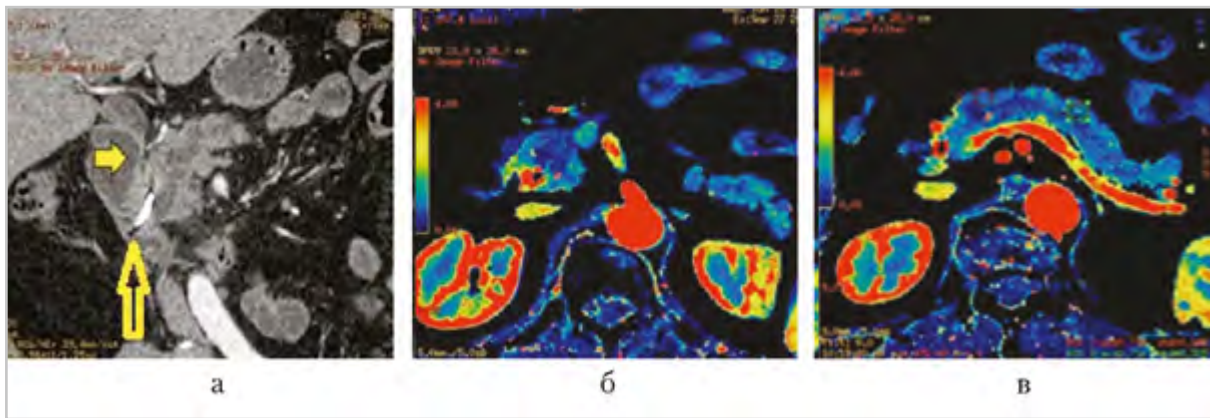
Компьютерные томограммы поджелудочной железы: *а* — корональная проекция, панкреатическая фаза; стент в гепатикохоledoхе (*длинная стрелка*), в головке от уровня большого дуоденального соска расширен главный панкреатический проток, структура ПЖ однородная (*короткая стрелка*), опухоль не видна. Перфузионные компьютерные томограммы поджелудочной железы (аксиальная проекция): *б* — карта BF на уровне головки; паренхима головки поджелудочной железы характеризуется равномерным синим окрашиванием; *в* — карта BF на уровне тела и хвоста поджелудочной железы; паренхима поджелудочной железы на всем протяжении характеризуется диффузным синим окрашиванием, аналогичным окрашиванию в головке, опухоль не видна
